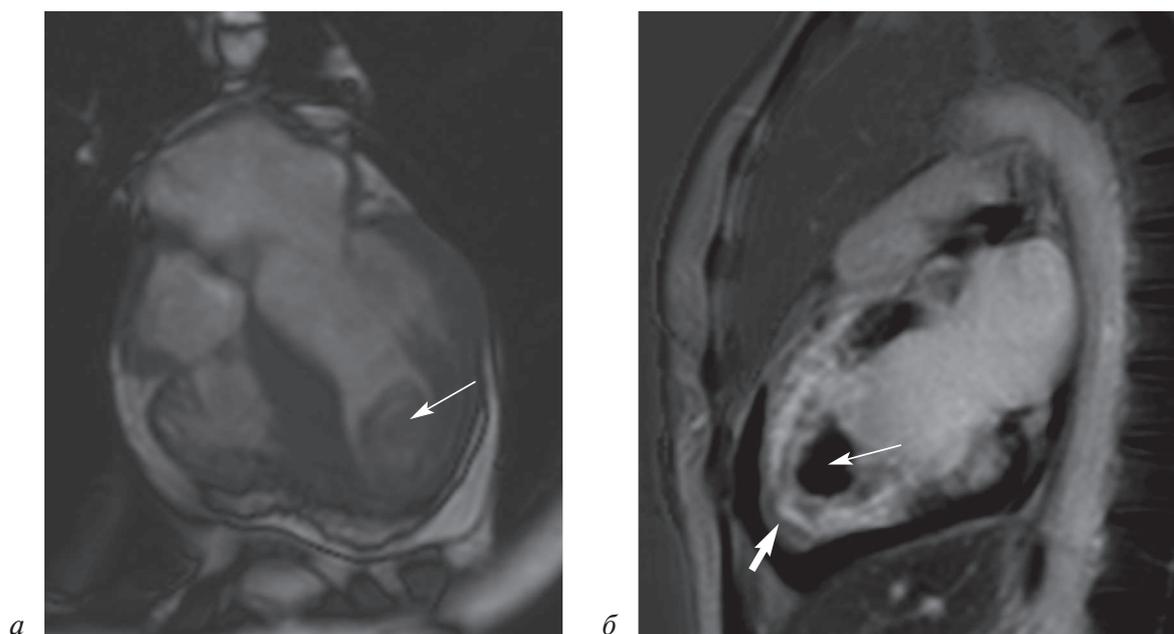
Магнитно-резонансная томография в 2-камерной плоскости: *а* – тромб в верхушке левого желудочка (указан стрелкой); *б* – отсроченное контрастирование. Фиброз миокарда левого желудочка (толстая стрелка), тромб на верхушке левого желудочка (тонкая стрелка)
